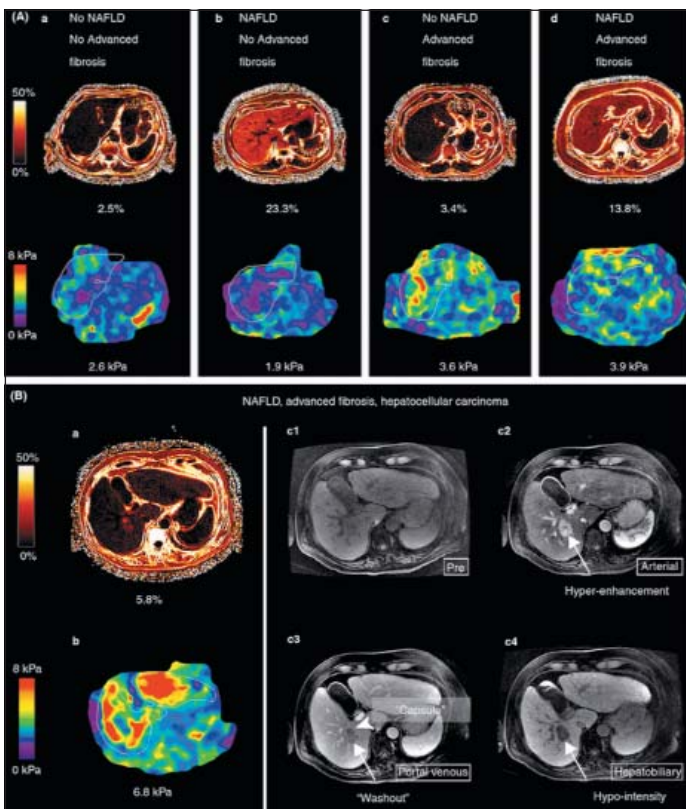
МРТ-эластограмма у пациента с СД 2-го типа (16)
